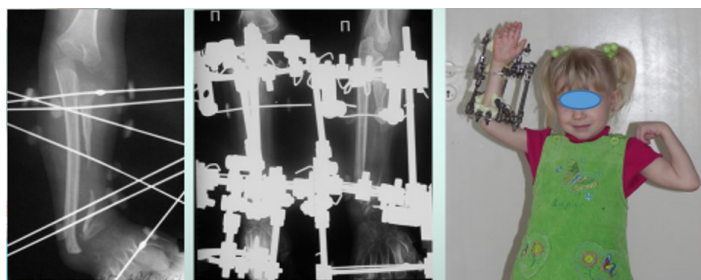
Рентгенограммы пациентки Б., 4 года. На операционном столе после проведения спиц и после вправления вывиха в дистальном лучелоктевом сочленении. Фото больной к этому времени
